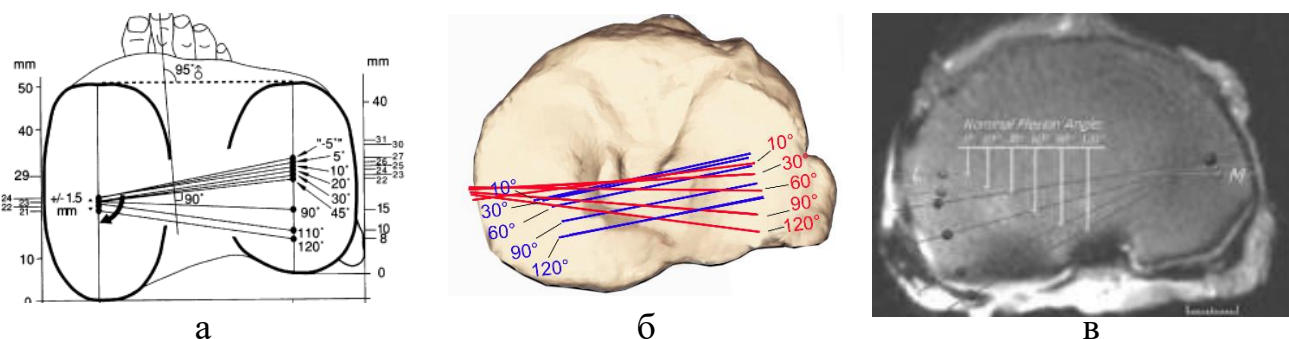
Пространственные модели пассивной кинематики коленного сустава: а – данные исследования пассивной кинематики (Iwaki Н. et al., 2000); б – модель, воспроизводимая в программе; в – данные МРТ-исследования пассивной кинематики (McPherson A. et al., 2005)
